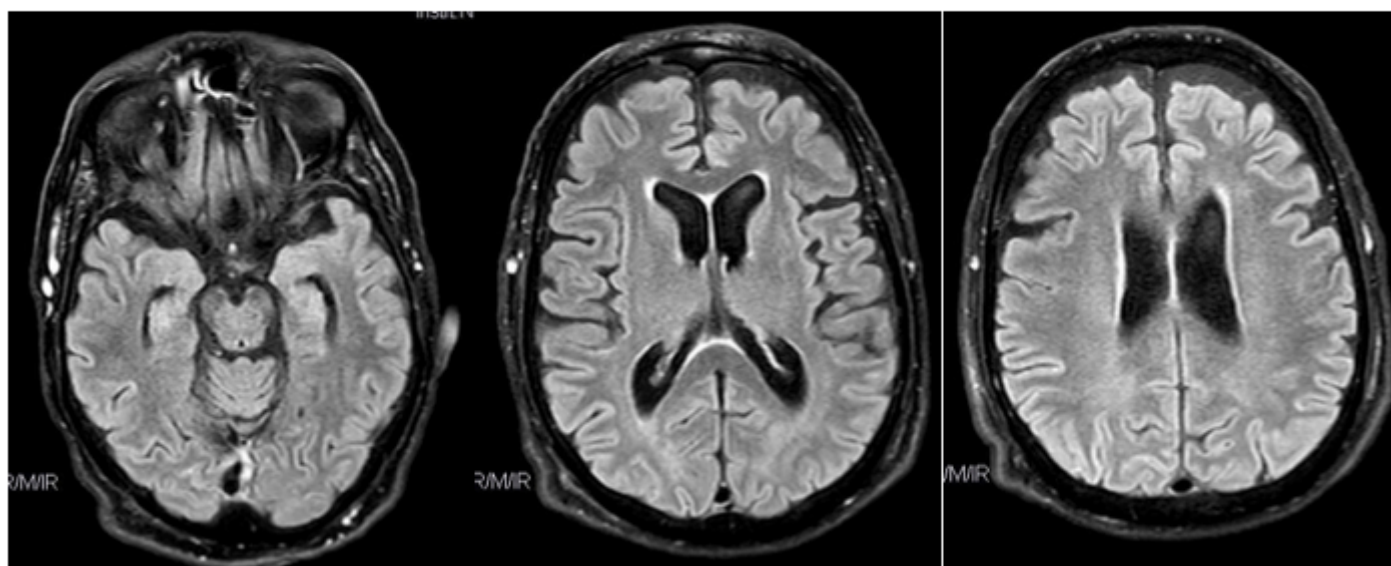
RM encefalo di FG (alcune sequenze della FLAIR assiale)
